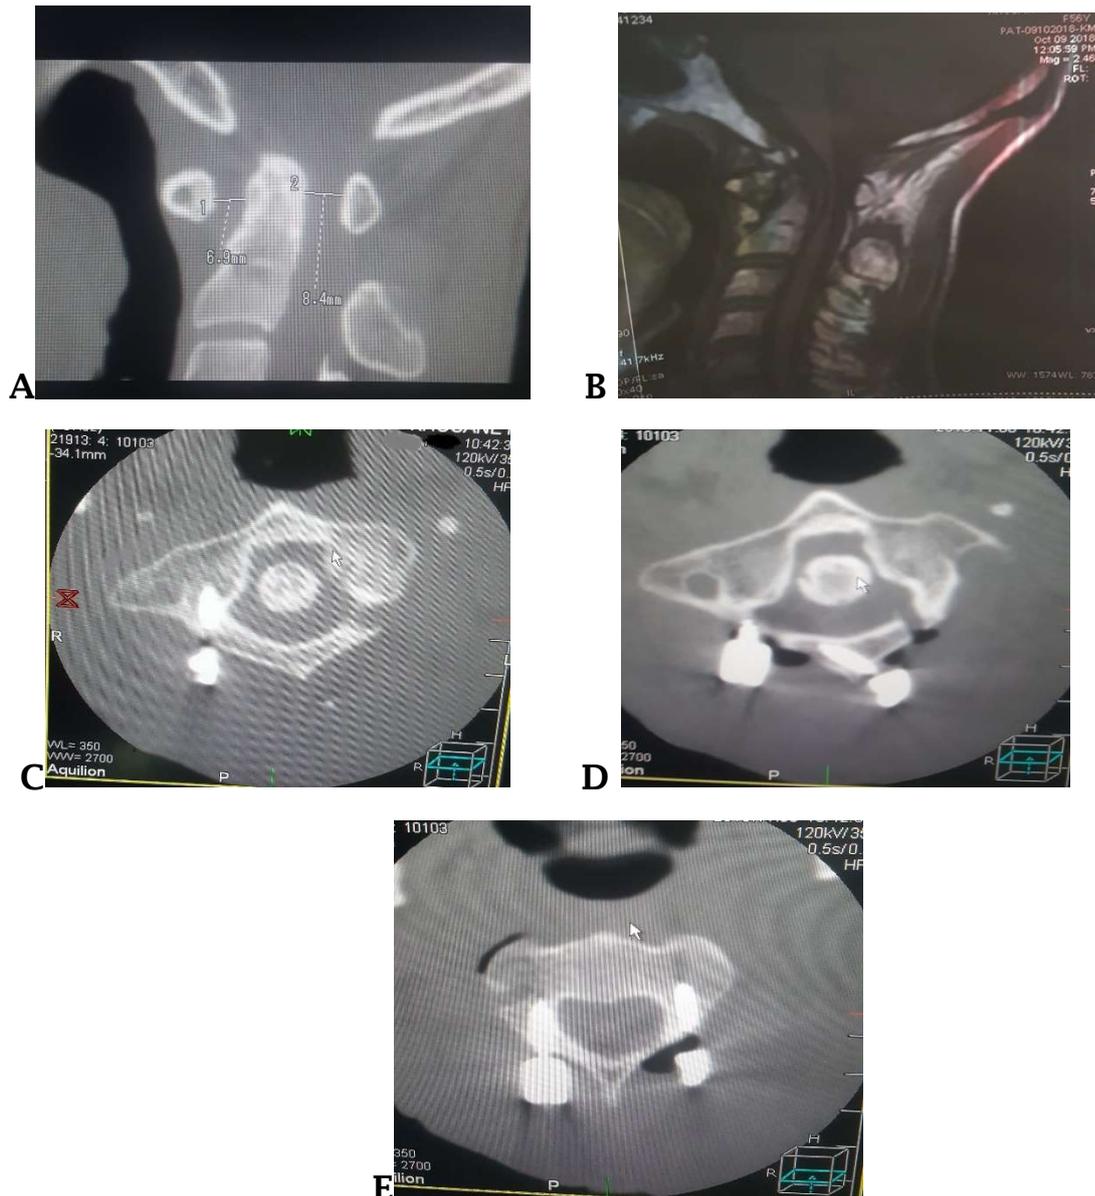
Cas n°10 de luxation atlanto-axiale telle qu'elle apparaît au scanner (A) et à l'IRM (B) ; le patient a été opéré avec une fixation C1C2.
